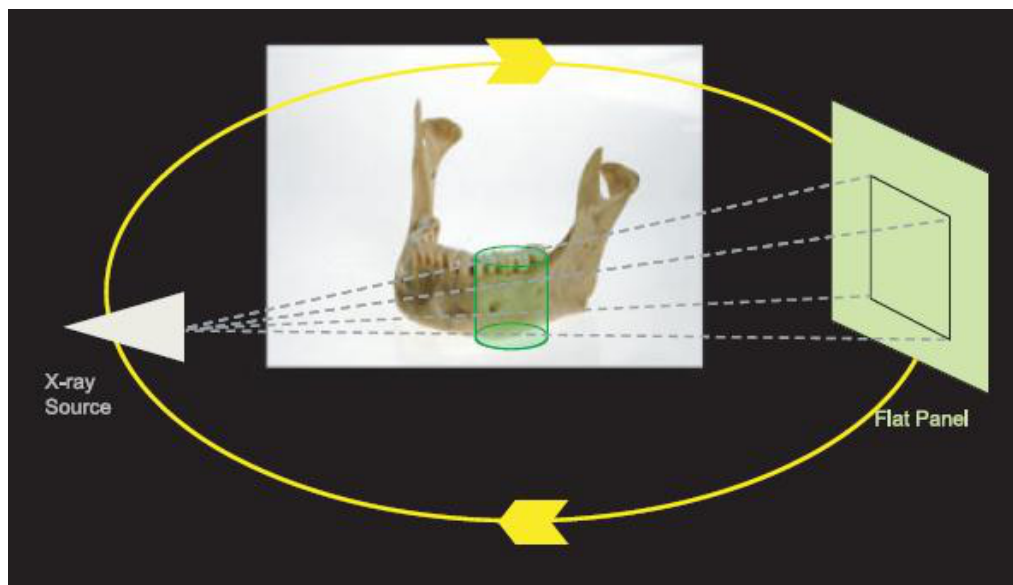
Comparação entre CT (A) e CTFC (B) quanto ao feixe de Raio-X.
